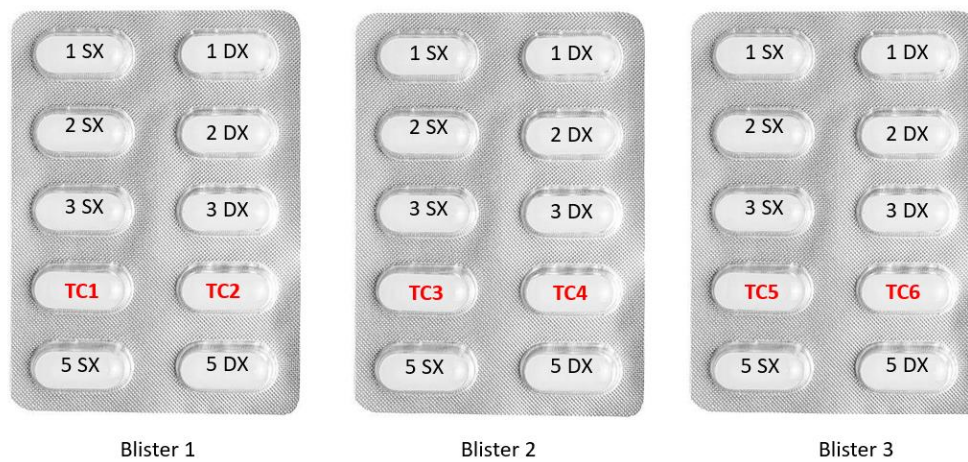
Posizione delle termocoppie nei fori del blister evidenziate con la sigla TC#.
